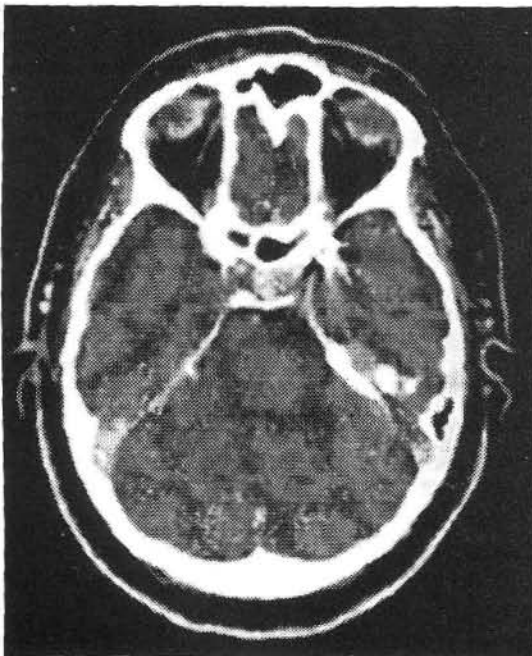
4.3 Cortes axial y coronal del TAC con contraste que muestran la masa intra y extraselar de esta paciente y el artificio producido por el clip.
